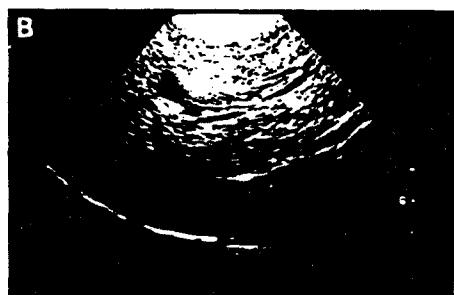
(a) 간장의 사방향 초음파스캔에서 담낭의 확장, 담낭관(열린 화살표) 및 총담관(닫힌 화살표)이 관찰된다. 총담관의 확장은 간외담도의 폐쇄를 의미하는데, 이는 췌장염의 경우이다. (b) 같은 개의 간장에서 확장된 간내담관들이 다수 보인다.
